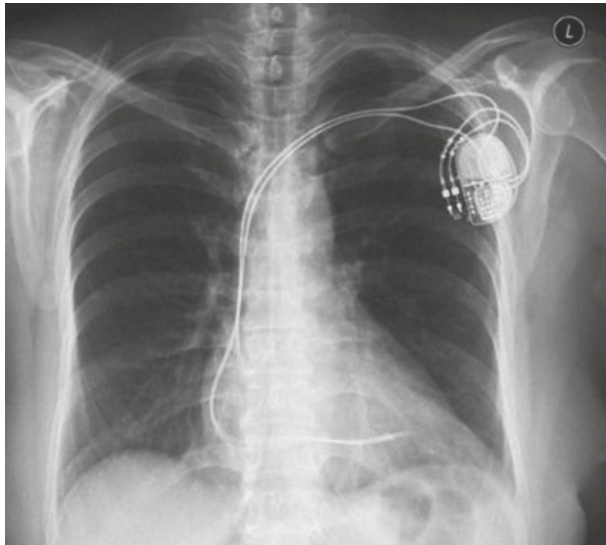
Röntgen-Thorax mit Schrittmacher.
